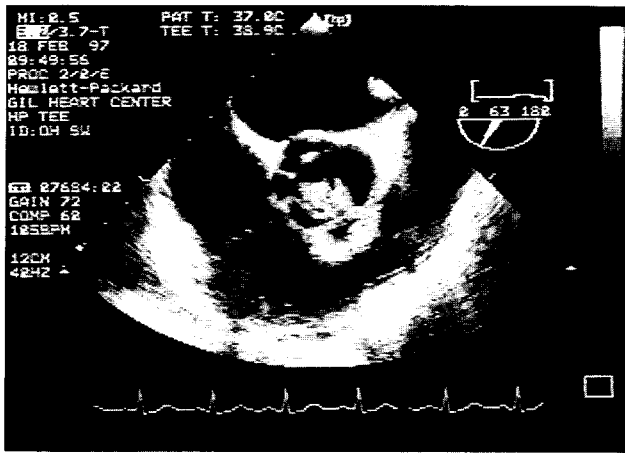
Preoperative echocardiography shows calcification of commissure between right coronary cusp and left coronary cusp.
